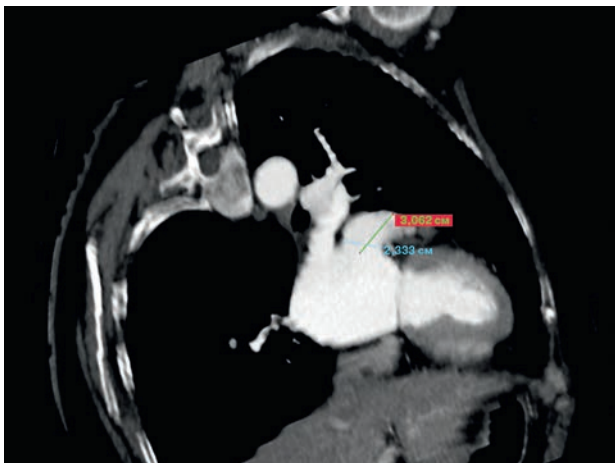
Предоперационное КТ-исследование сердца с контрастированием
